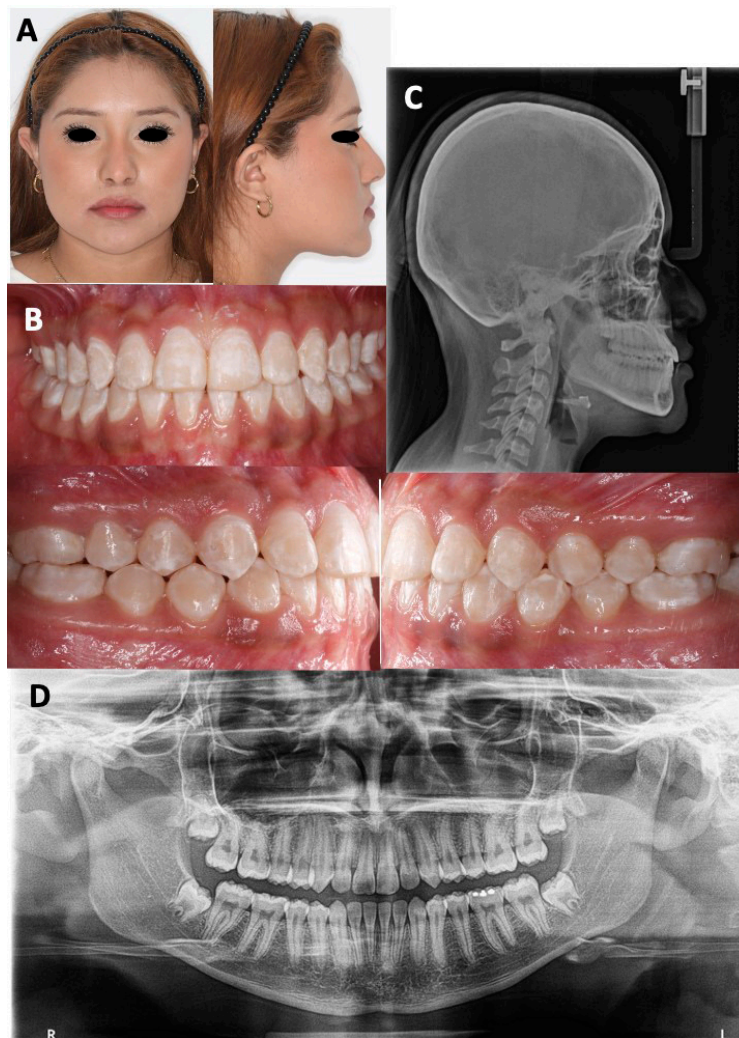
Fotografías y radiografías finales. A. Fotografías faciales finales de frente y lateral. B. Fotografías intraorales finales donde se observa Clase I molar y canina con buen asentamiento oclusal. C. Radiografía lateral de cráneo final: proinclinación de incisivos maxilares, retroinclinación de incisivos mandibulares, buena proyección labial. D. Ortopantomografía final con buen paralelismo radicular.
